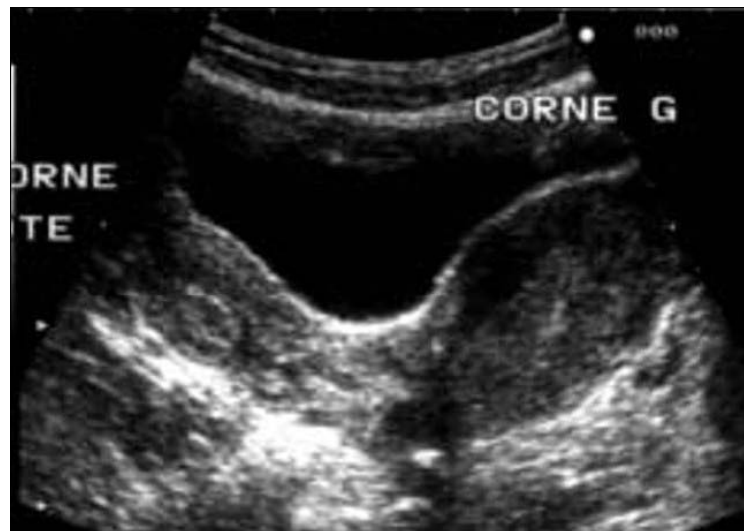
Échographie sus-pubienne coupe transversale montrant un utérus bicorne d'aspect asymétrique, la corne droite apparaissant nettement plus petite. (31)
